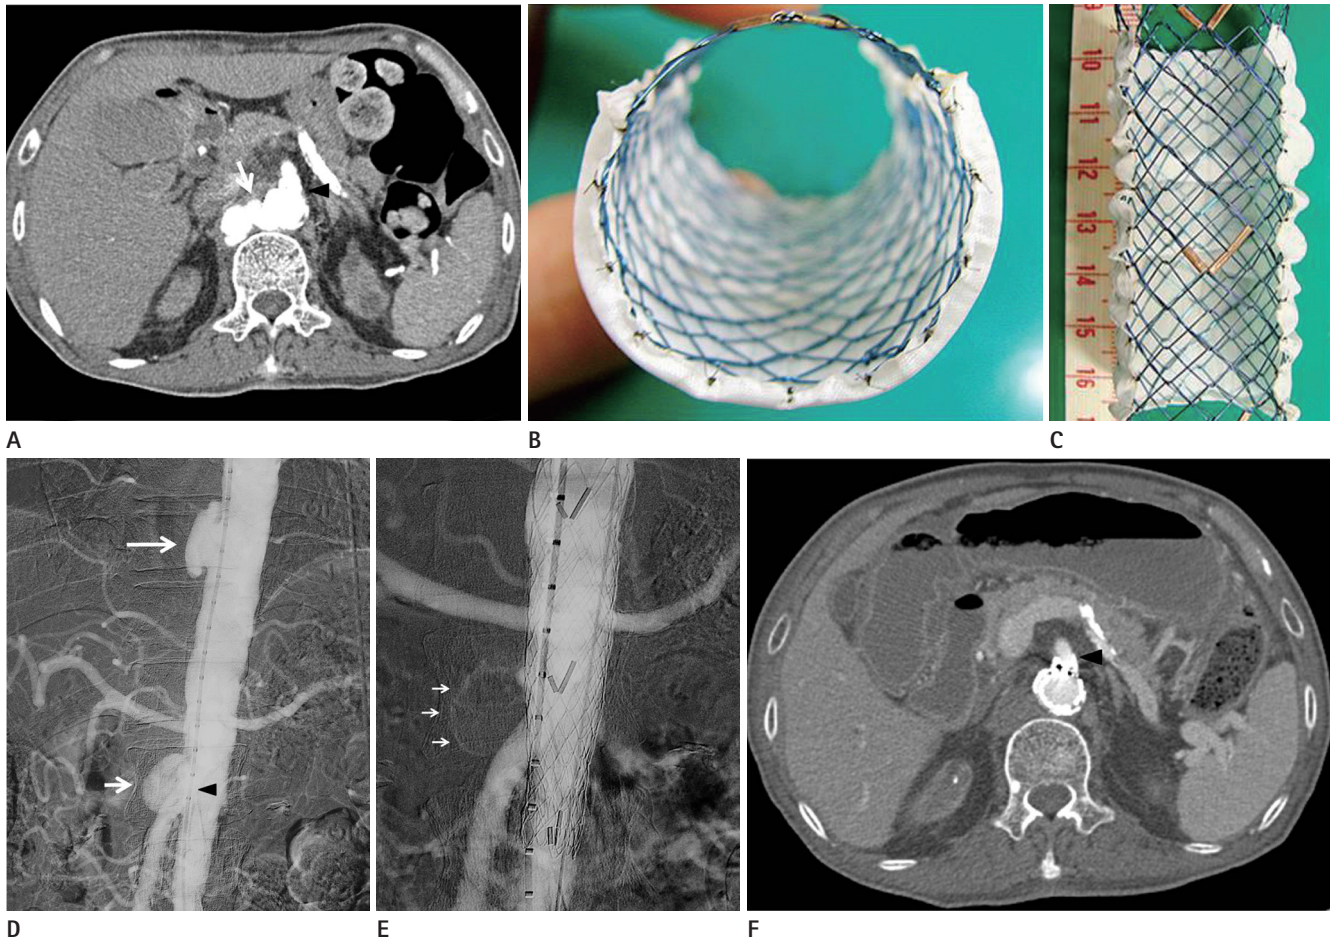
A. Axial computed tomography (CT) scan shows pseudoaneurysm on the right side of the aorta (7 o'clock, arrow) at the level of superior mesenteric artery (12-1 o'clock, black arrowhead). The aneurysm was increased in size, comparing with previous CT (not shown). B. Customized stent-graft with partially cut graft at 10-2 o'clock. C. Three markers with long left limb and short right limb, at the bear area. D. Aortic angiogram shows two pseudoaneurysms on right side of the aorta at distal descending thoracic aorta (long arrow) and proximal abdominal aorta (arrow). The abdominal pseudoaneurysm is observed at the level of superior mesenteric artery (black arrowhead). E. Completion angiogram shows exclusion of pseudoaneurysm with small endoleak (small white arrows). F. Follow up axial CT scan, after 25 days, shows complete exclusion of pseudoaneurysm with improvement of endoleak. And superior mesenteric artery (arrowhead) and celiac axis (not shown) were patent.
